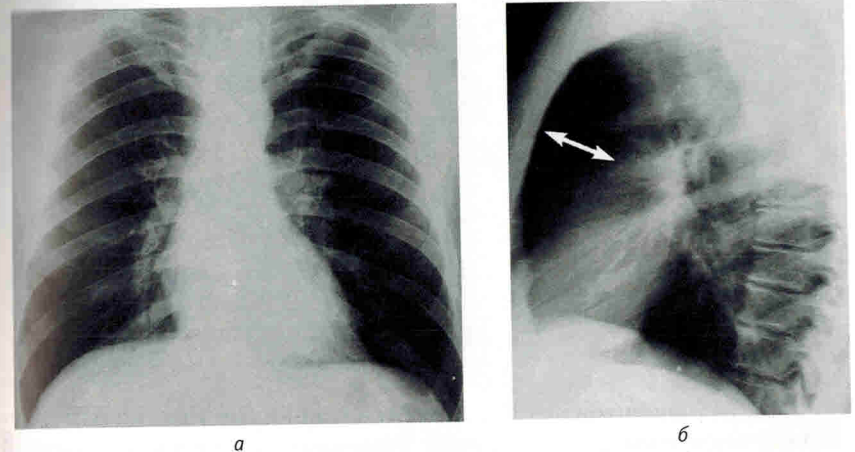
Рентгенограммы больного ХОБЛ легкой степени в прямой (а) и правой боковой (б) проекциях:
